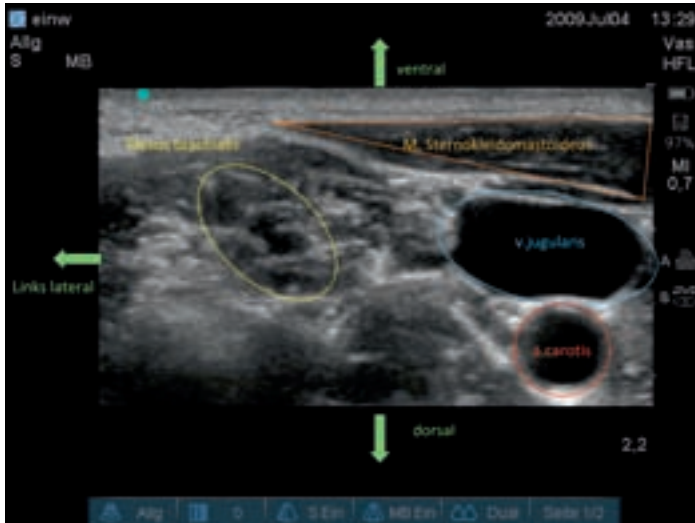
a und b: Sonografische Darstellung des Plexus brachialis – Schnitt Höhe C 7, 6-13 MHz, Sono Site Turbo M.
